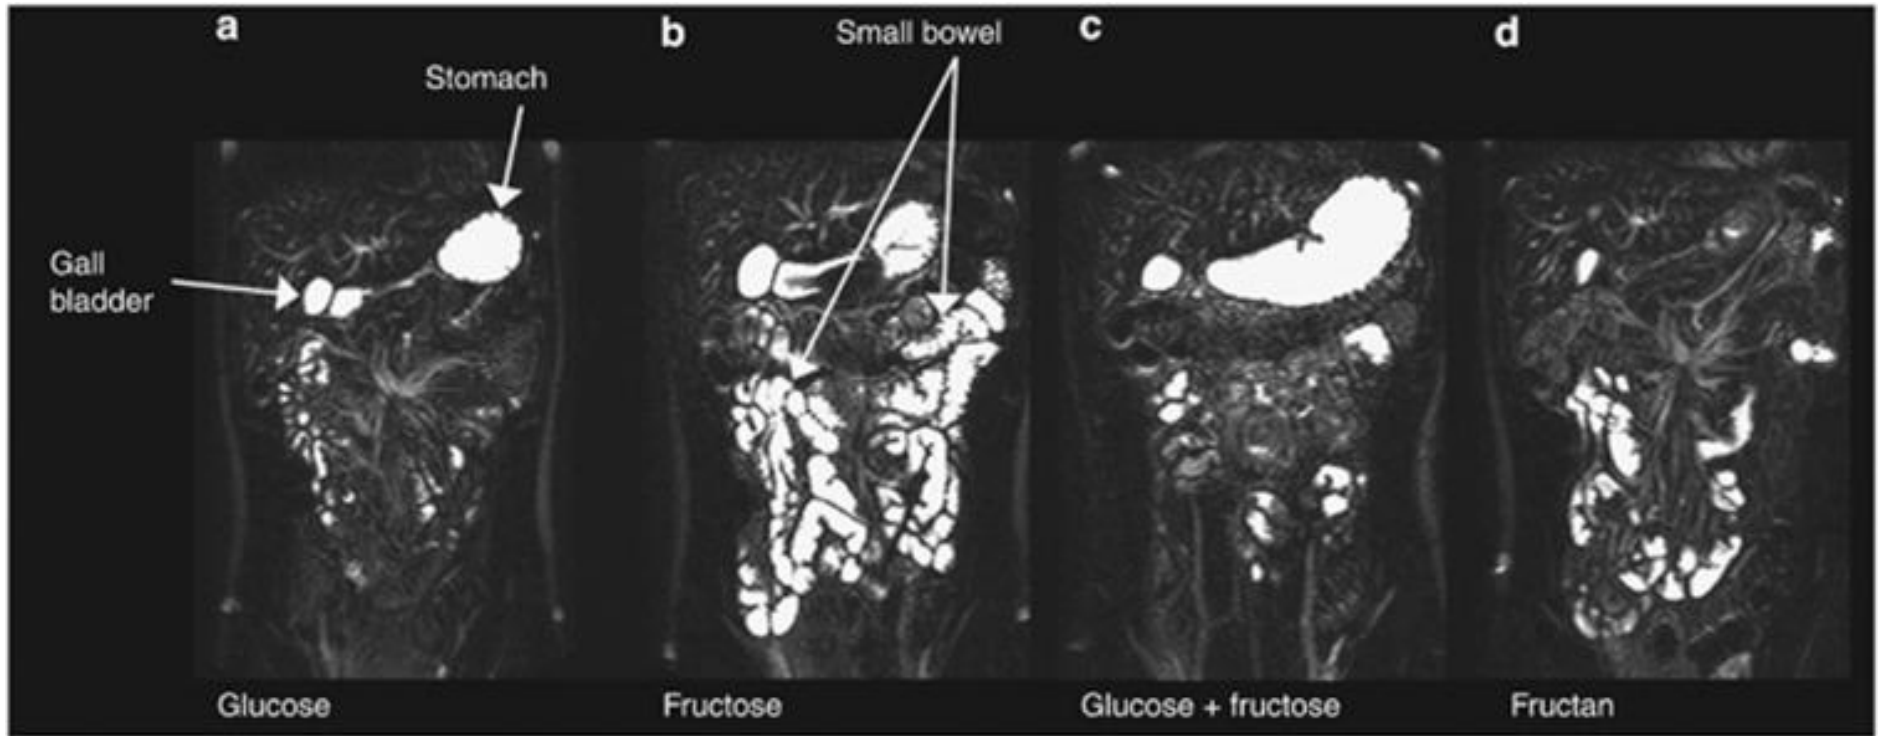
MRT-Bilder, die den Wassergehalt (weiß) im Dünndarm darstellen, 75 min nach Einnahme von a) 40 g Glukose, b) 40 g Fruktose, c) 40 g Glukose + 40 g Fruktose und d) 40 g Fruktane (Inulin) (jeweils gelöst in 500 ml Wasser) (6)
